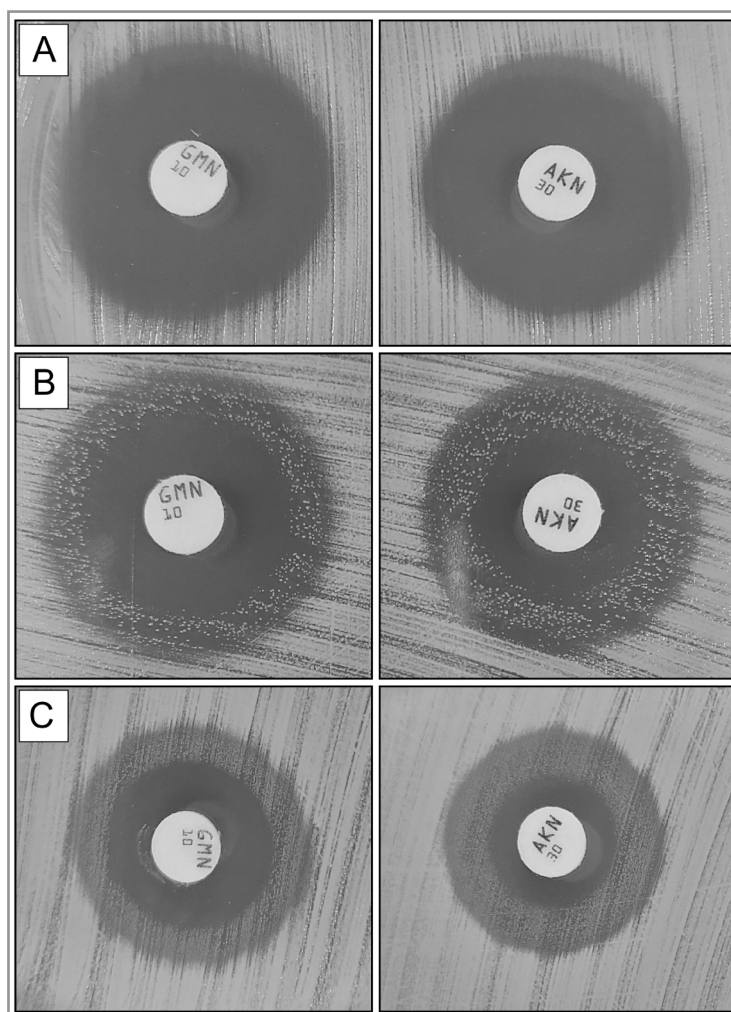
Пример учёта результатов диско-диффузионного метода определения чувствительности к гентамицину (GMN) и амикацину (AKN).
